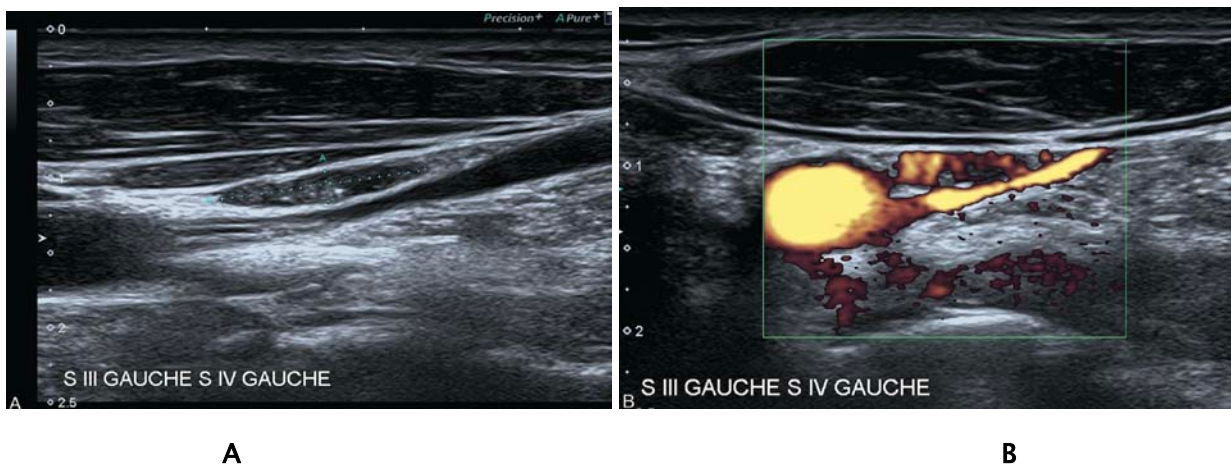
Ganglions suspects. A. Mode B, ponctuations échogènes. B. Doppler, hypervascularisation anarchique [57].
